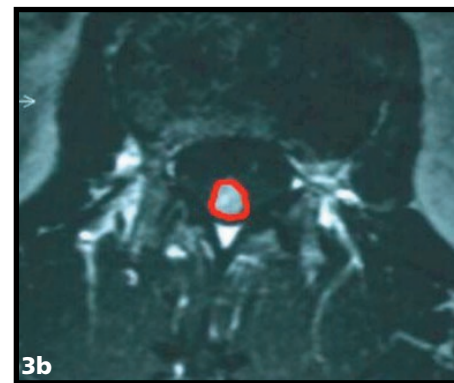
MRT der BWS wegen unklarer neurologischer Ausfälle. Tumor des Rückenmarks (Stiftgliom, gelb umrandet); MRT ist das einzige Verfahren, welches das Rückenmark direkt abbilden kann.
